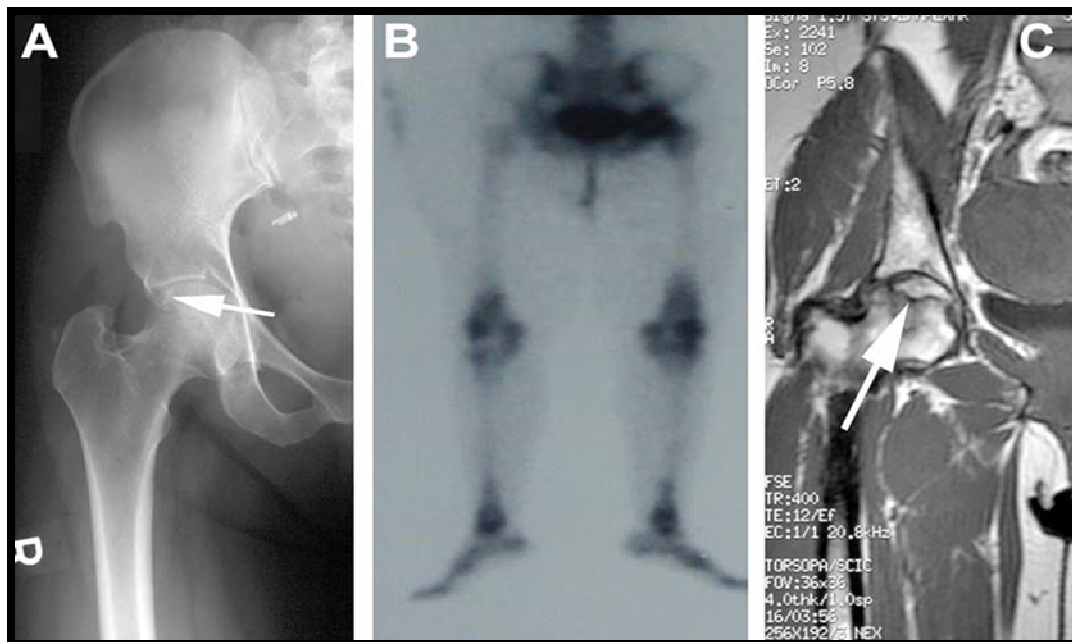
A) I primi segni di una lesione osteonecrotica (freccia) sono mostrati dalla semplice radiografia. B: Una scintigrafia ossea normale o "a freddo" di entrambe le anche. C: La prova di una lesione osteonecrotica subcondrale (freccia) visibile alla risonanza magnetica.
